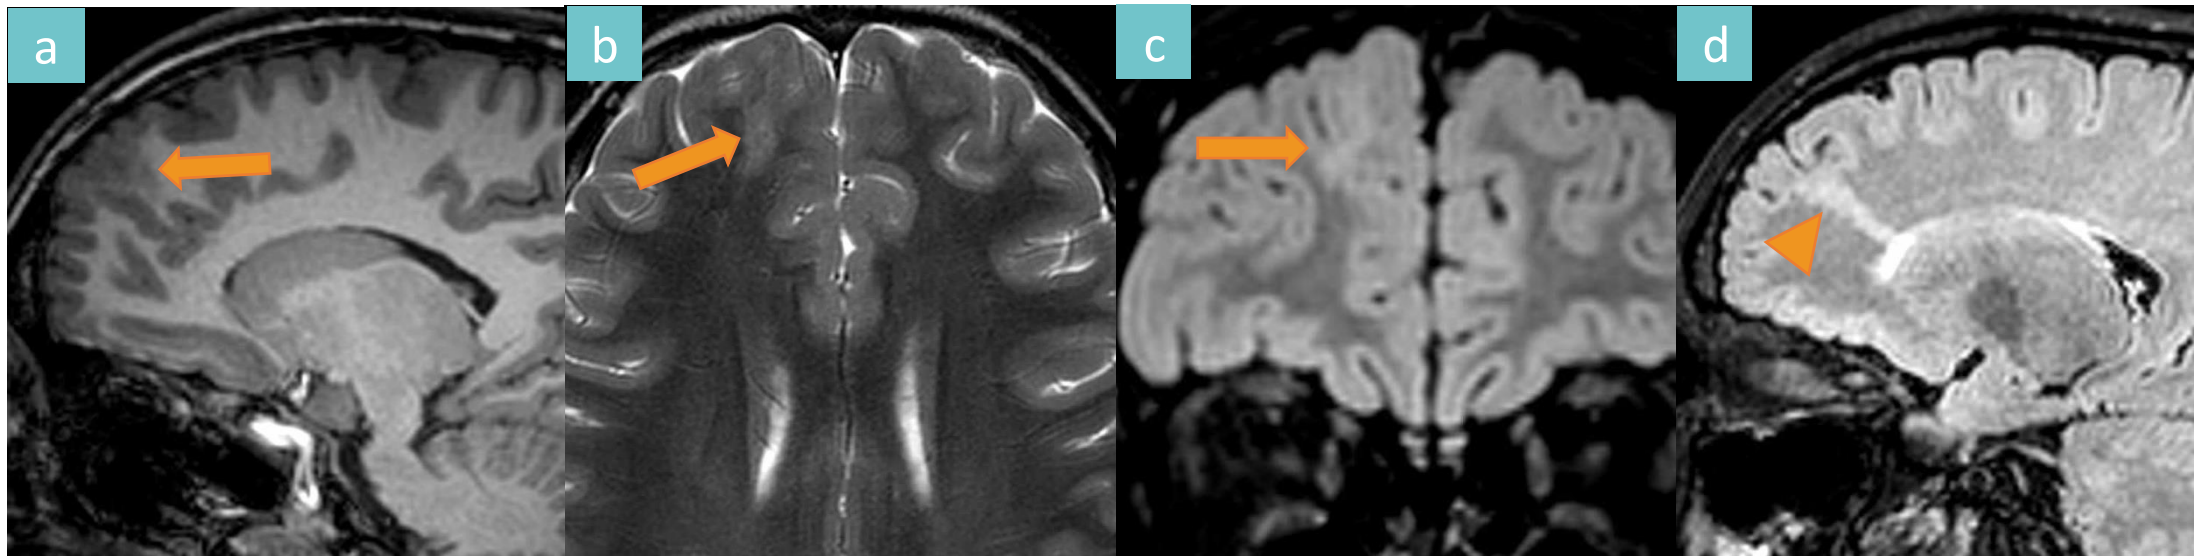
Displasia cortical focal tipo II. RM con secuencias T1 sagital (a), T2 axial (b), FLAIR T2 coronal (c) y FLAIR T2 sagital (d). Se observa engrosamiento cortical en el giro frontal superior derecho con pérdida de la diferenciación entre sustancia gris y blanca (flechas). Se identifica un tracto lineal de alteración de señal que se extiende hasta el asta frontal del ventrículo lateral derecho (cabeza de flecha).
